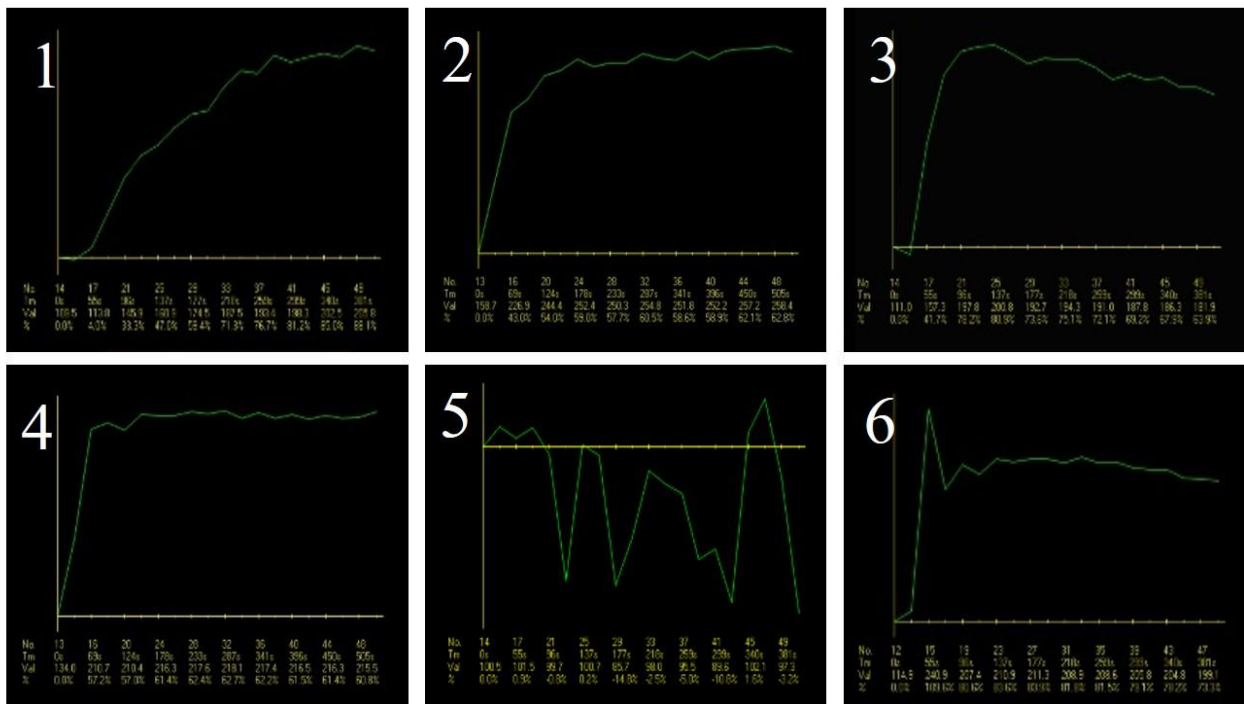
6 типов кривой «интенсивность сигнала – время» по данным МРТ с внутривенным контрастированием. Ось абсцисс отражает время с момента введения контрастного вещества в секундах, ось ординат – интенсивность сигнала в условных единицах
